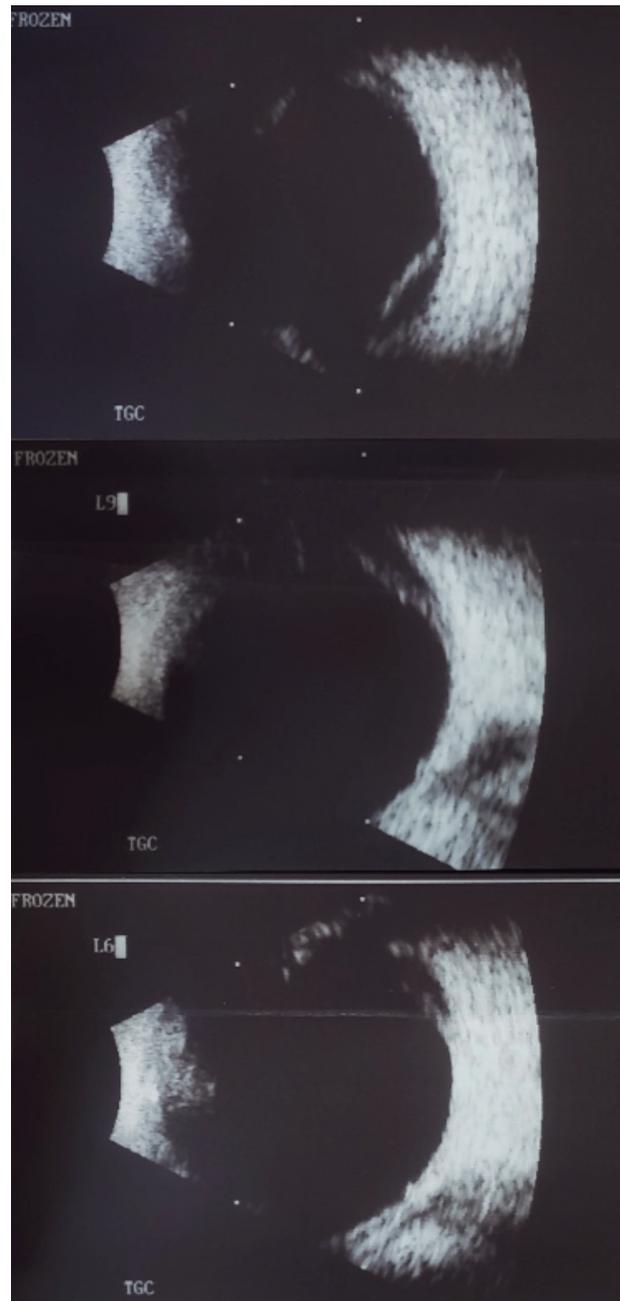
ultrassonografia de OD mostrando cortes longitudinais L12, L9 e L6 compatíveis com descolamento de coroide.
